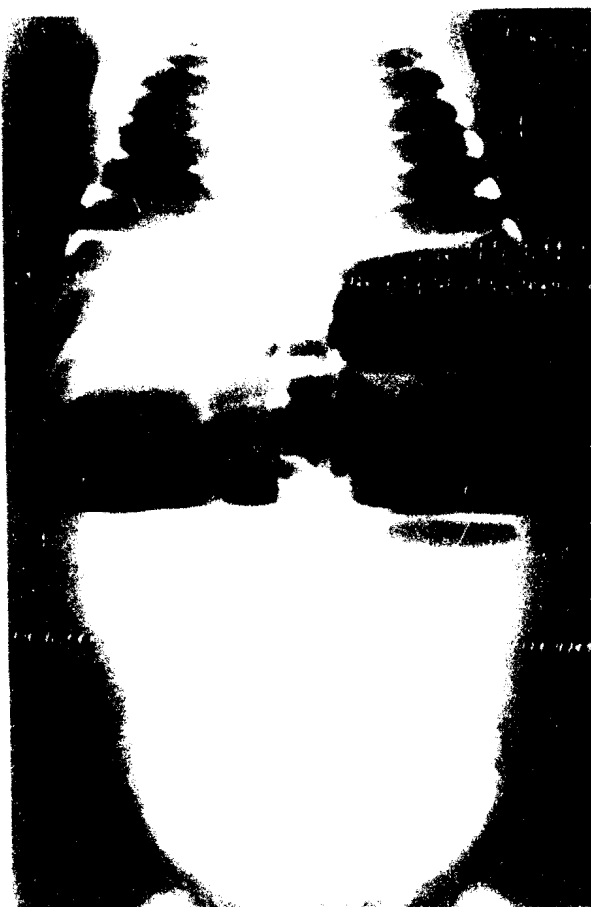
RADIOGRAPHIE DE L'ABDOMEN
